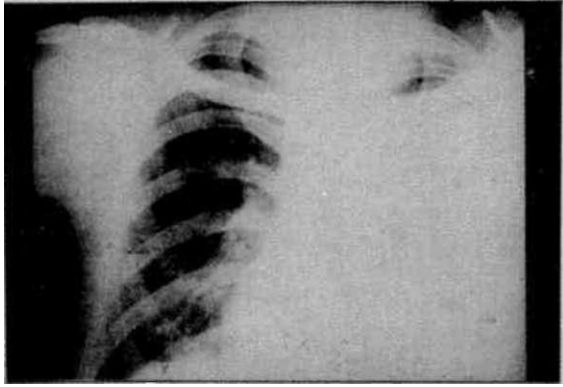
Aynı hastanın P-A servikal grafisinde boynun sağ tarafında yumuşak doku dansitesindeki artışa dikkat ediniz. Buradan alınan biyopsi malign mezotelioma (miks tip) metastazı olarak gelmiştir.
